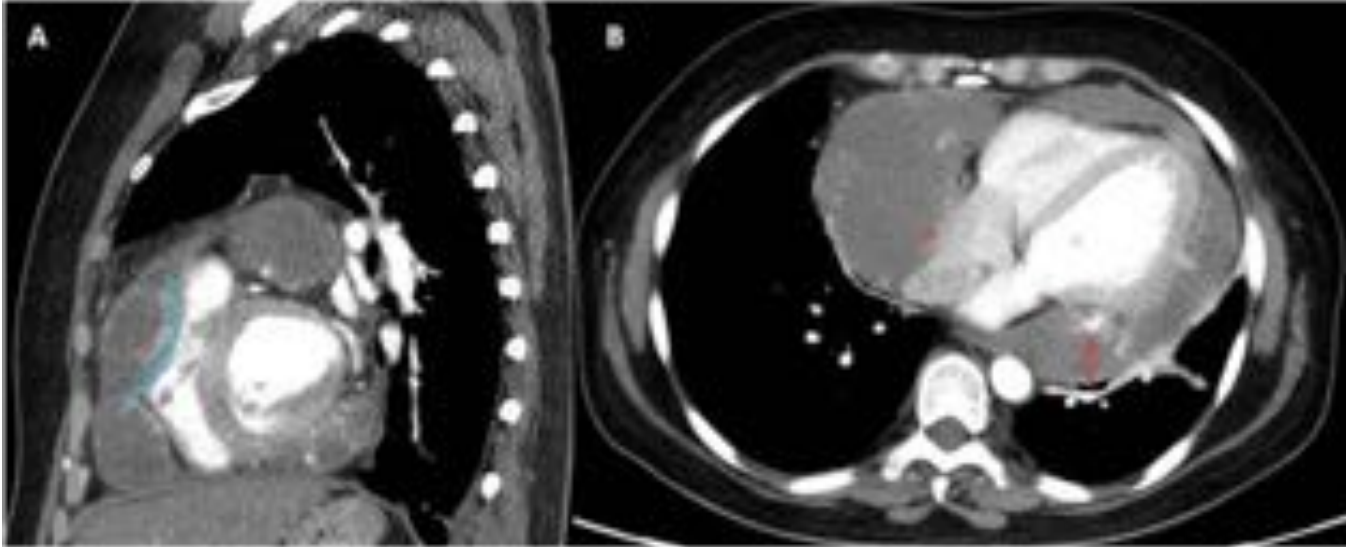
ANGIOSARCOMA PERICÁRDICO - TC torácica con contraste endovenoso en fase arterial con reconstrucción sagital (A) y corte axial (B). Múltiples focos de engrosamiento nodular y global del pericardio, con focos de hipercaptación periférica (flecha) y áreas centrales de necrosis, con lesión predominante adyacente a la aurícula derecha, con pérdida del plano graso de clivaje (estrella). Produce abombamiento de la pared anterior del ventrículo derecho (línea azul).
